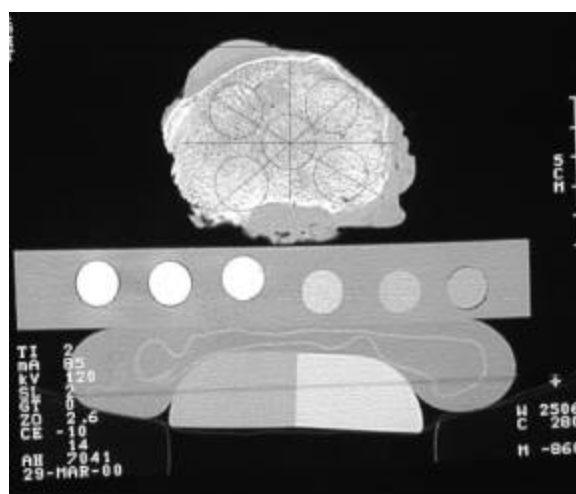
CT-Schnitt durch das Präparat und die Festlegung der einzelnen ROIs (region of interest)
